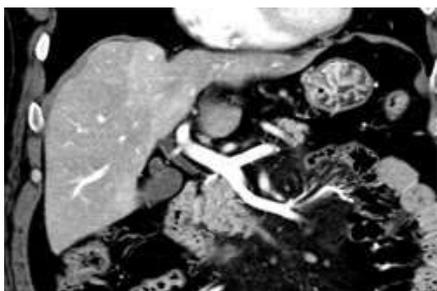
造影 CT による上腹部の描出。導入当初は体軸に垂直な断面が得られていたが、現在は任意の方向の断面を再構築できる。
